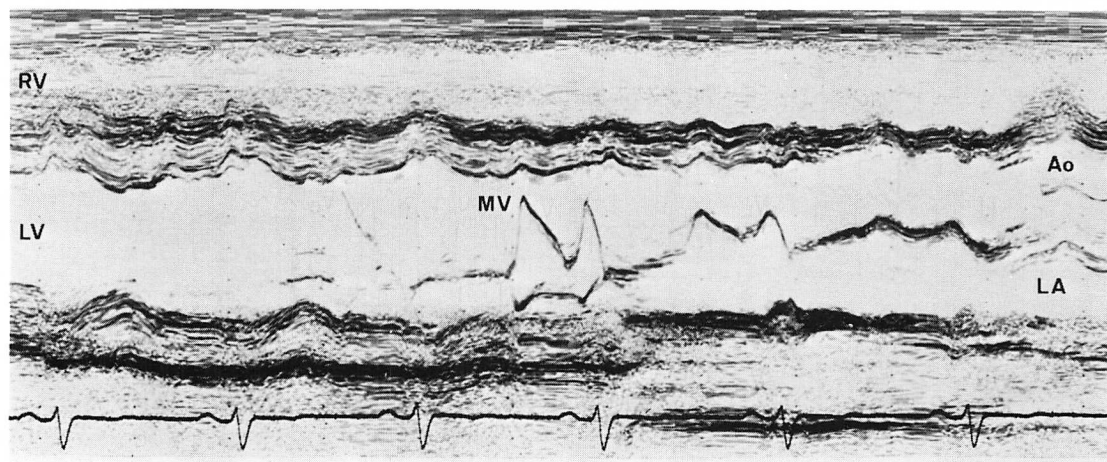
M-mode scan echocardiogram (Case 1).
